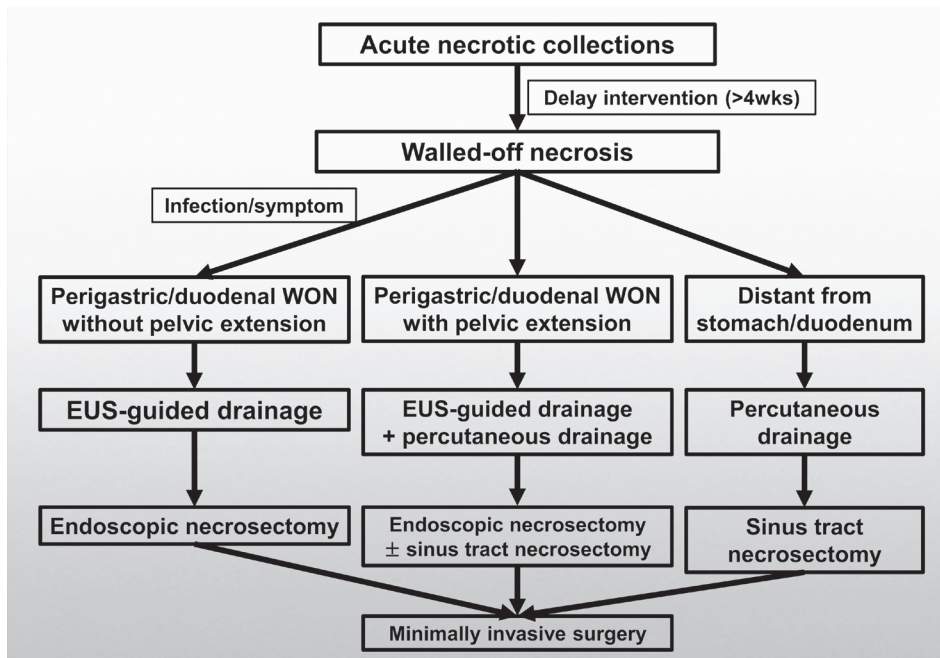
Therapeutic algorithm for walled-off necrosis. wks, weeks; WON, walled-off necrosis; EUS, endoscopic ultrasound.
